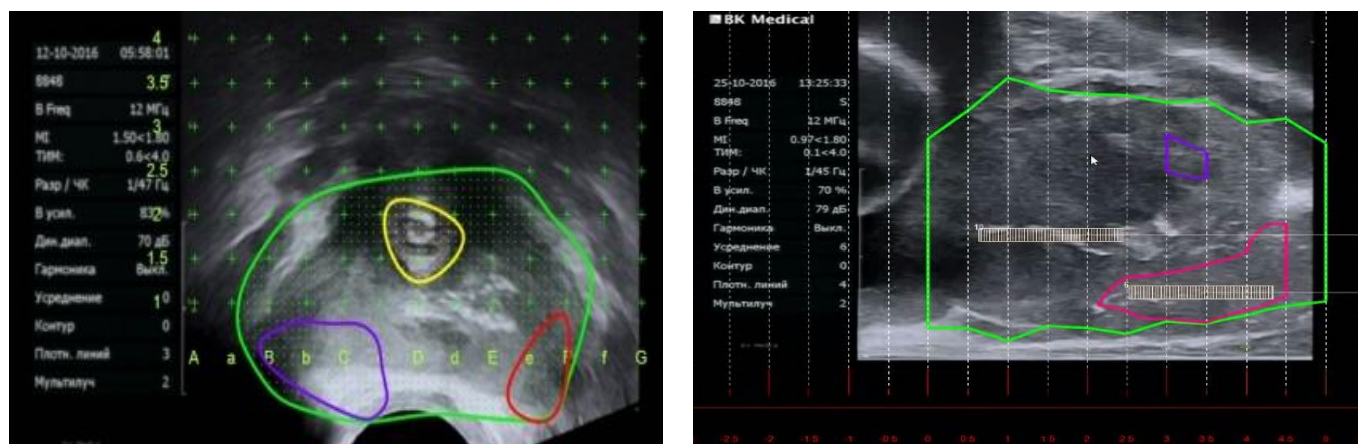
Выполнение биопсии под МРТ/ТРУЗ fusion - наведением 4.1 - наложение ориентиров, определенных МРТ на ТРУЗИ модель визуального контроля, 4.2 - взятие биоптата).
